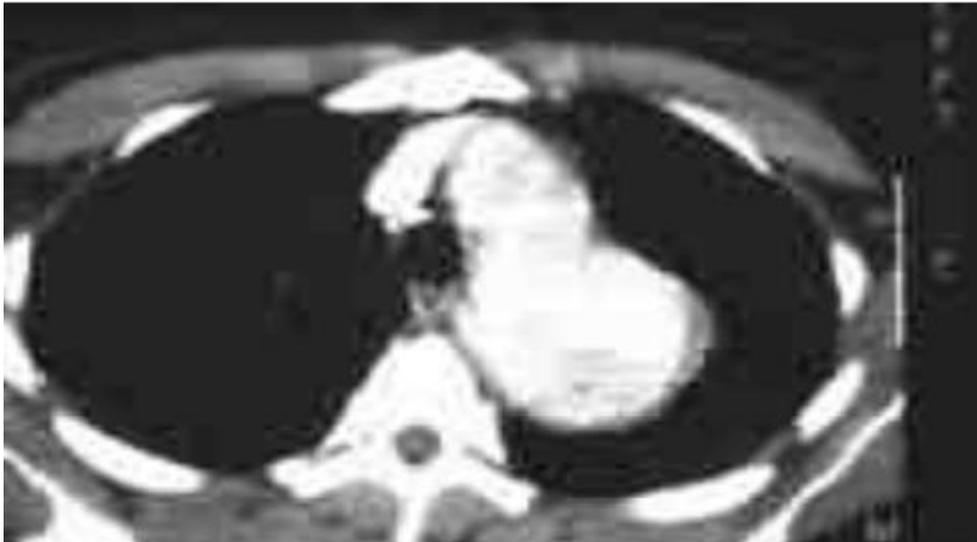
TDM montrant anévrysme athéromateux de la crosse aortique
